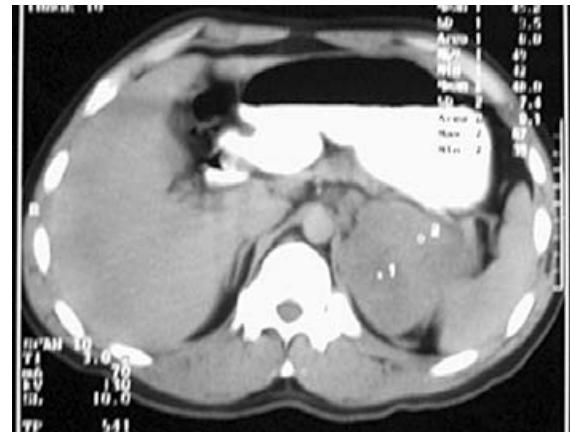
Tomografía computarizada posterior a quimioterapia; se aprecia reducción del tamaño del tumor.
